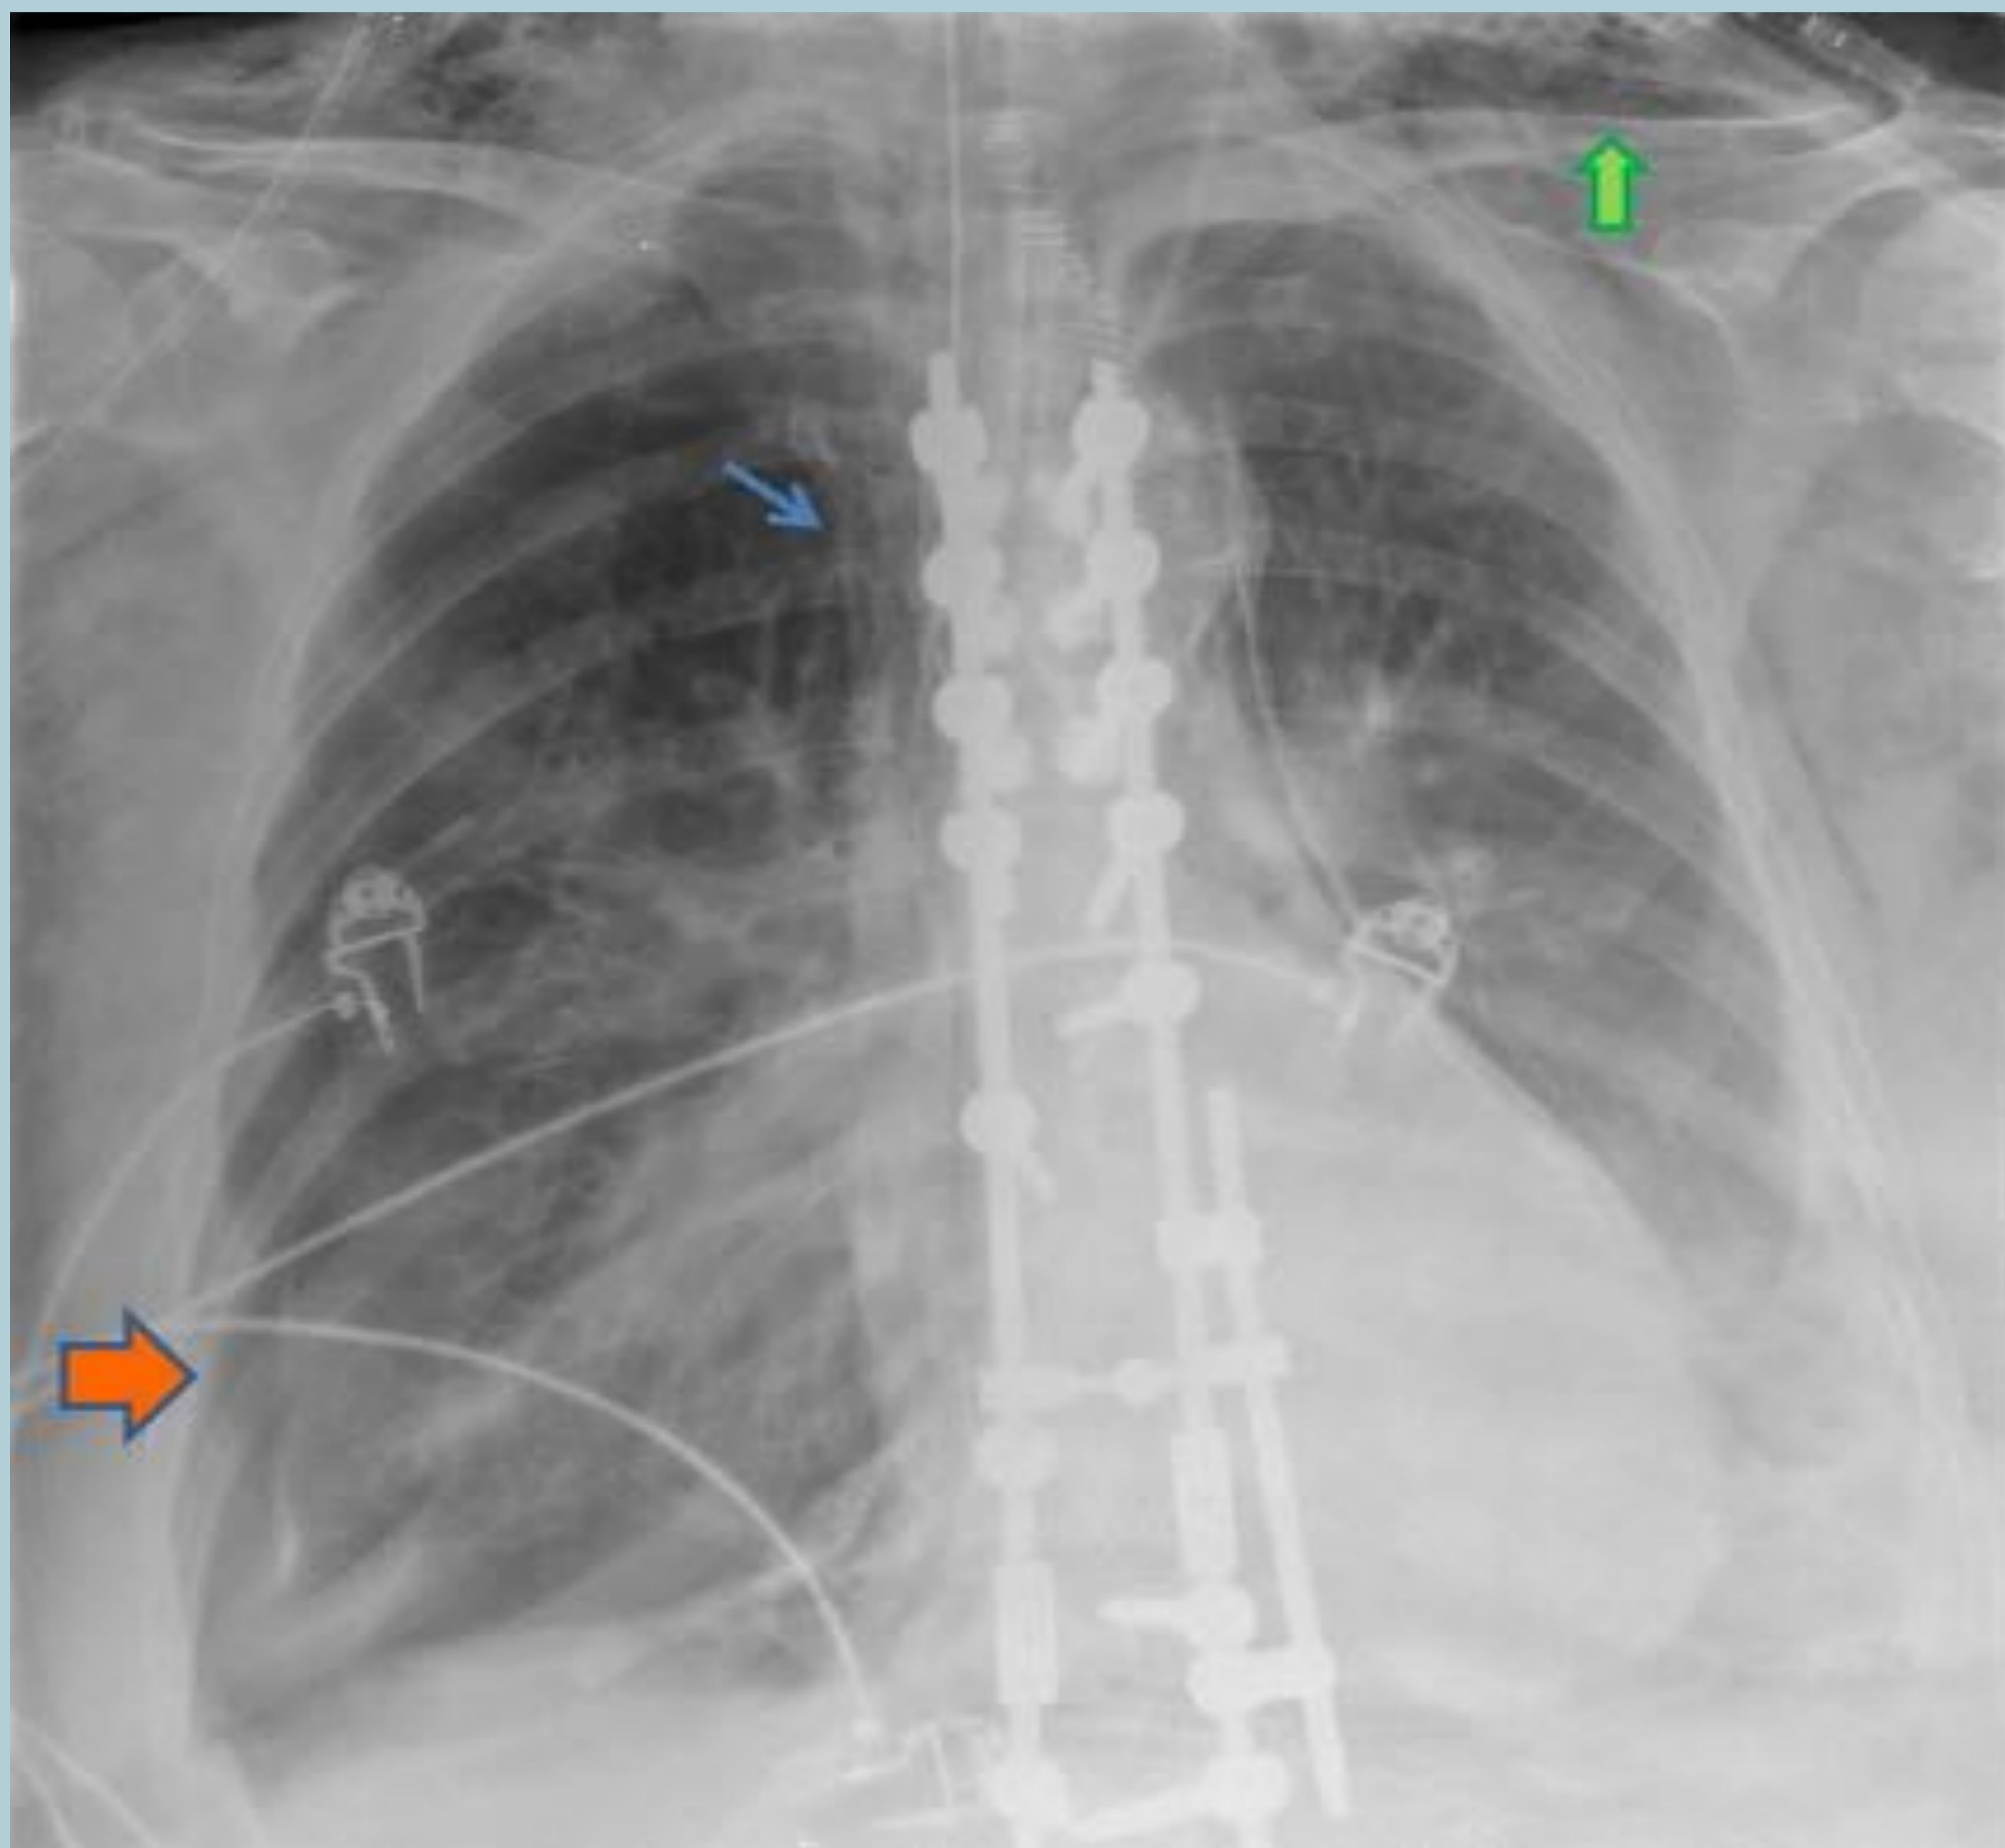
Radiografía de tórax de una mujer de 74 años intubada e ingresada en la UCI por un postoperatorio complicado tras una artrodesis de columna que mostró neumotórax (flecha naranja), neumomediastino (flecha azul) y enfisema de partes blandas (flecha verde); todo ello compatible con barotraumatismo pulmonar.
